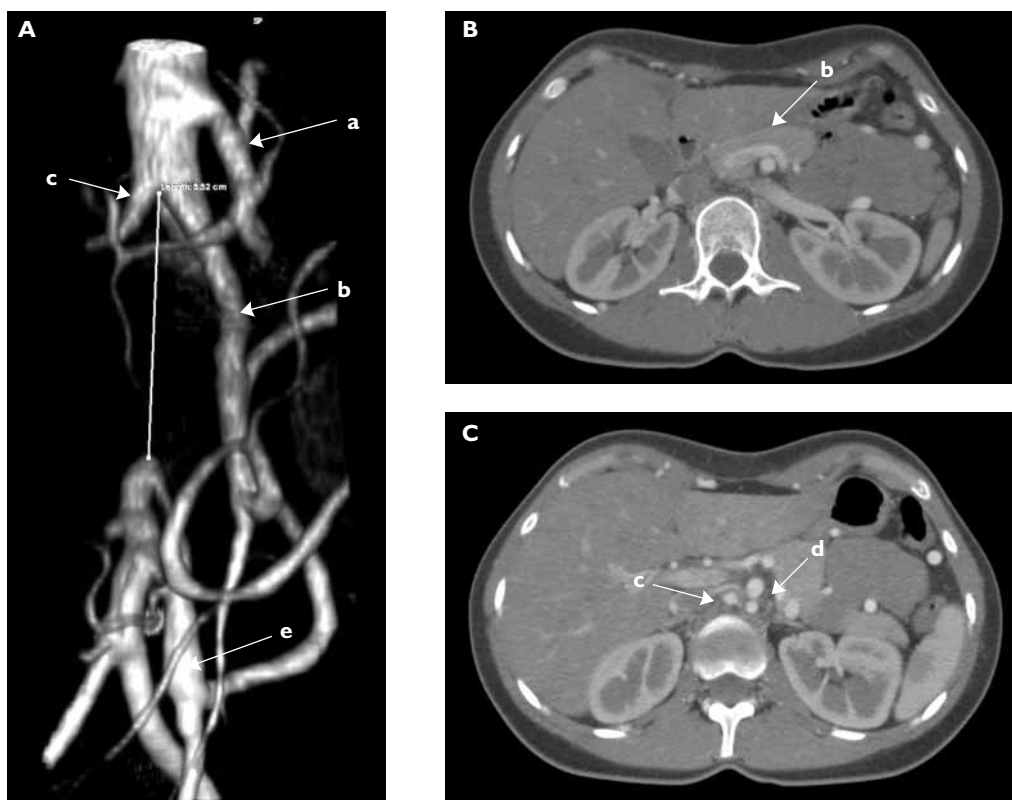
CT angio after intravenous injection of contrast medium. A. 3D reconstruction revealed a lack of infra-renal segment of abdominal aorta 5.5 cm in length. B, C. Cross section CT reconstructions on the level (C) or below of the renal arteries (B); a — celiac trunk, b — superior mesenteric artery, c — right renal artery, d — left renal artery, e — inferior mesenteric artery
